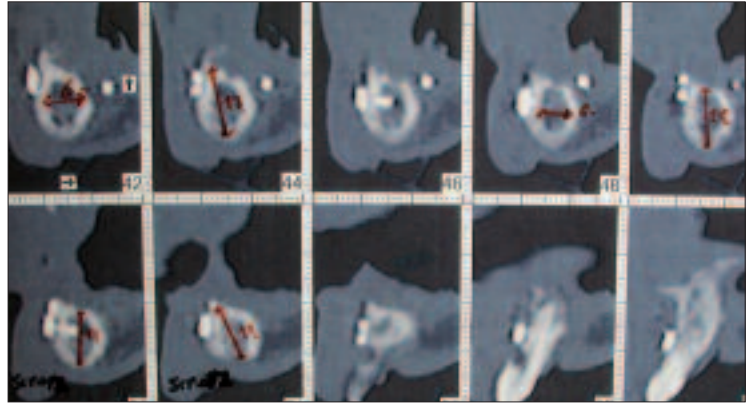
Tagli TAC Dentscan per la valutazione preimplantare della fibula innestata.
